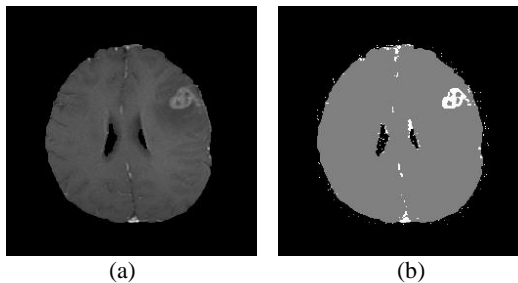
Subjective Analysis* GMM-RJMCMC ROI Citra MRI
